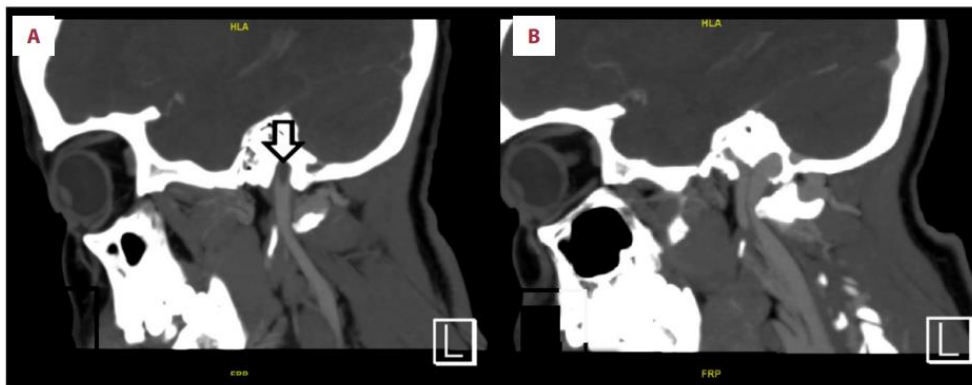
CT-venogram sagittal view (A) showing filling defect in the proximal segment of left internal jugular vein owing to thrombus extension. (B) normal filling of internal jugular vein on the right side.
